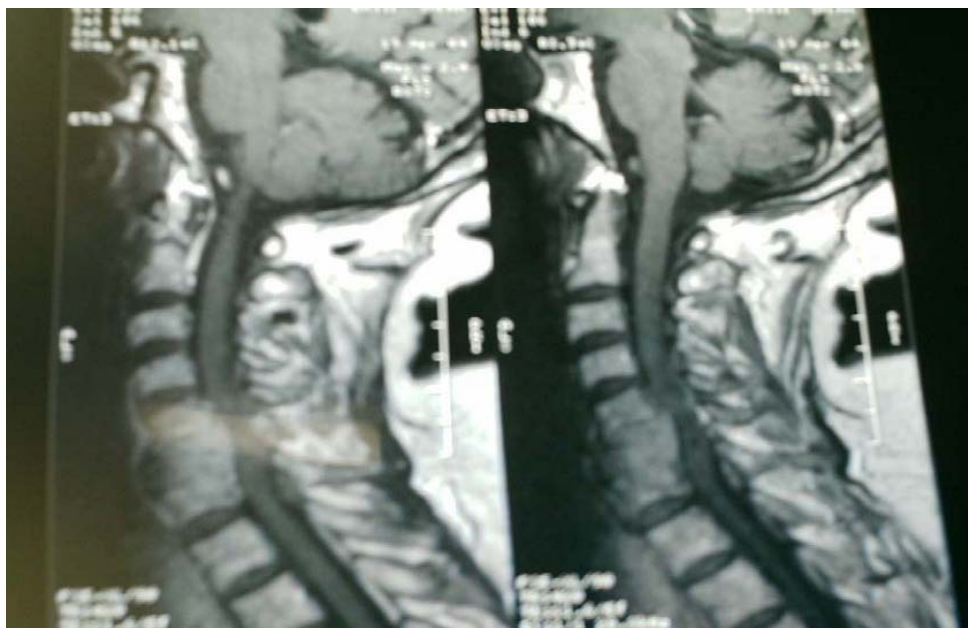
IRM médullaire en coupe sagittale et axiale montrant : Lésion intramédullaire en regard de C7-D1 en hyposignal T1 et hypersignal T2. Elle est responsable d'un élargissement médullaire avec amincissement des espaces sous arachnoïdiens dans tous les plans, en rapport avec Kyste arachnoïdien intramédullaire
